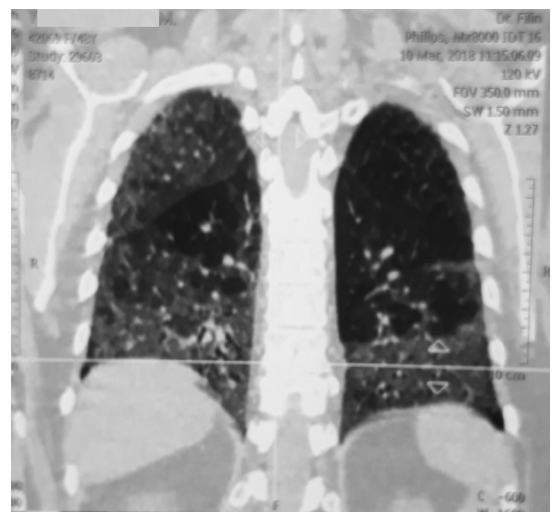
КТ-ознаки кістозної перебудови паренхіми базальних і субплевральних відділів з формуванням «сотової легені»
